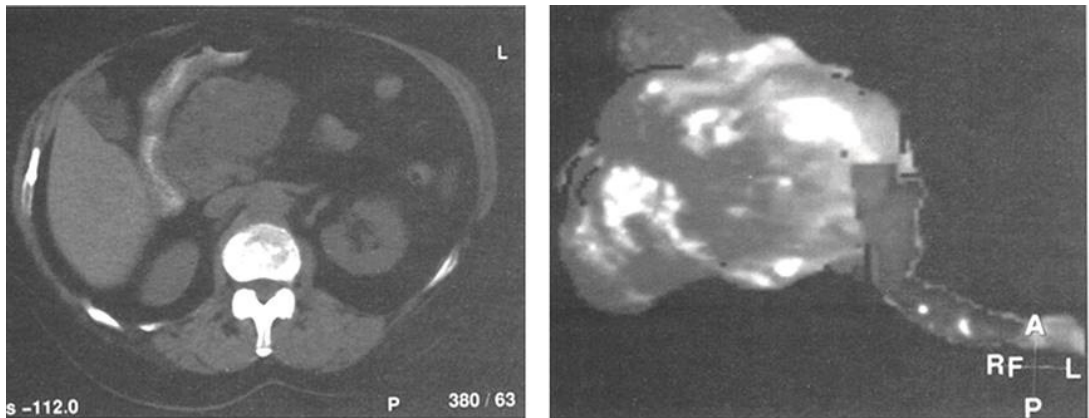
Poziția tumorii pancreatice cu organele adiacente. Tomografie 3D a tumorii cefalopancreatice
